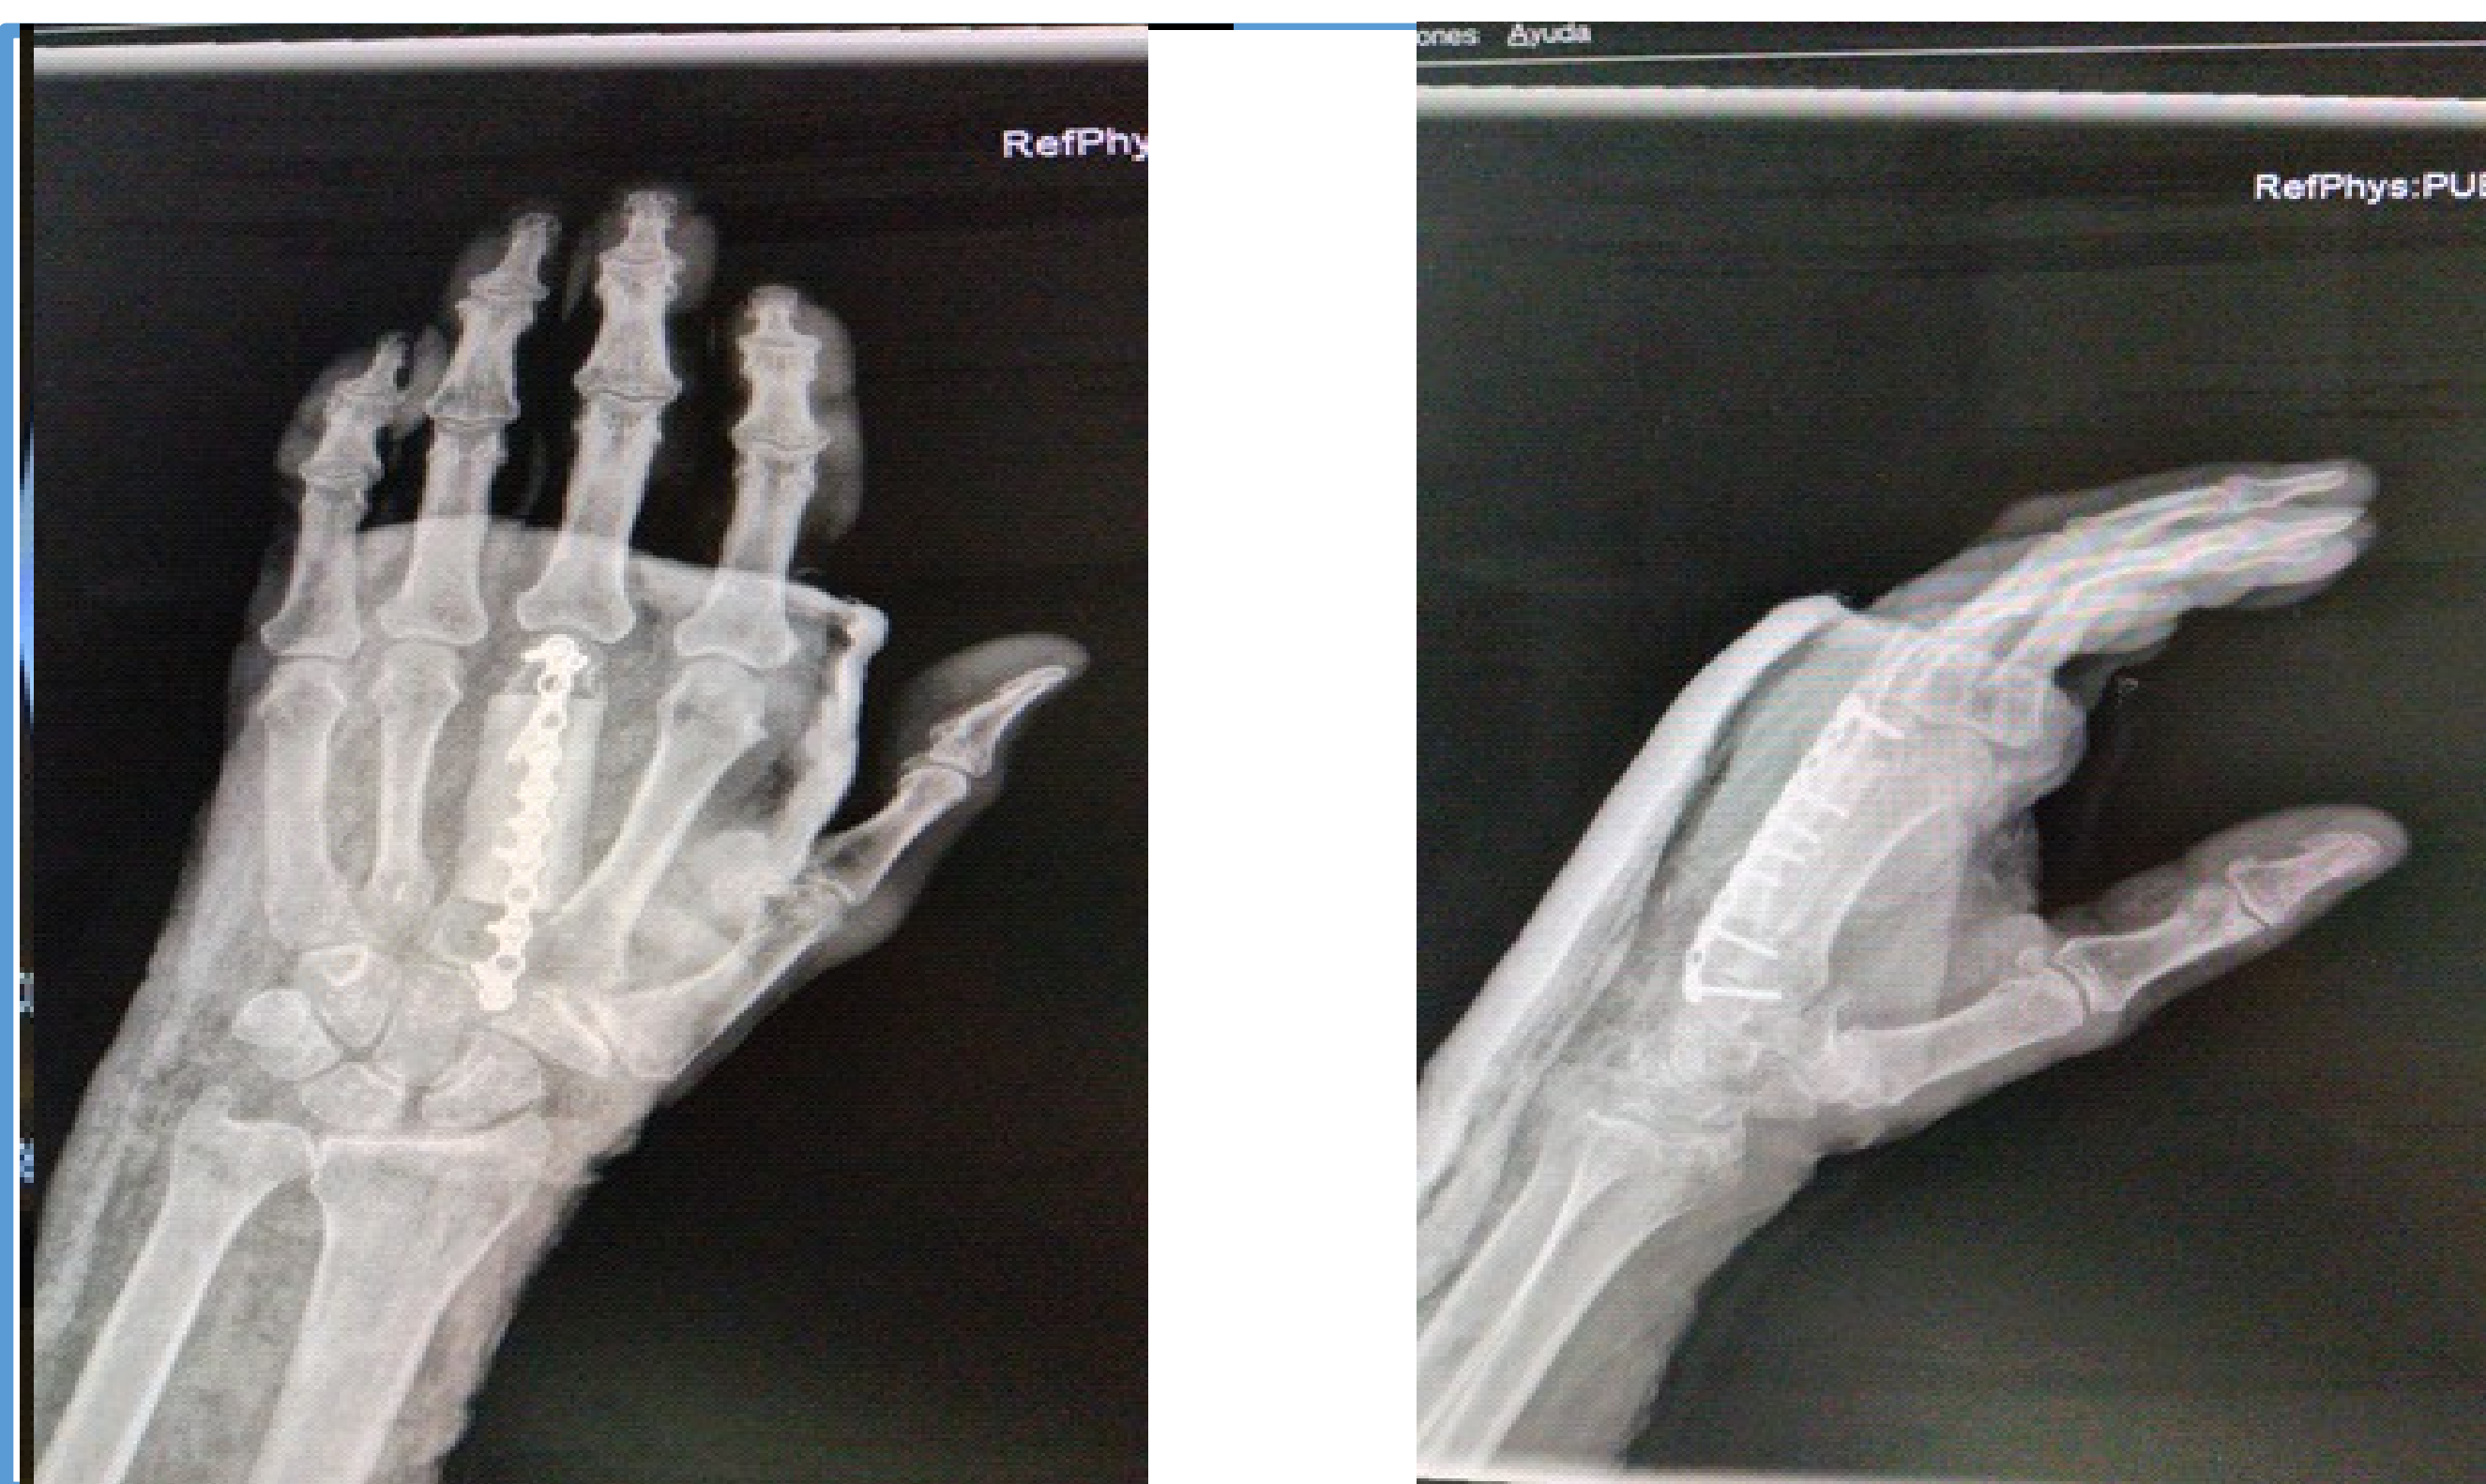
Radiografía posoperatoria
